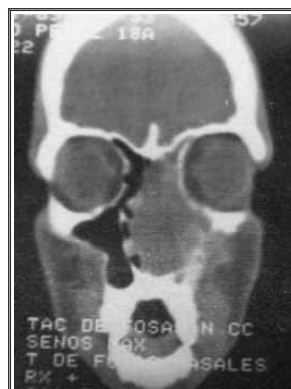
Estudio de Tomografía Axial Computada realizado en el paciente mostrado en la Figura 1. Corte frontal. Se observa como el tumor ha crecido hasta ocupar la nasofaringe, el etmoides y el esfenoides, y se ha extendido hasta la base del cráneo.
